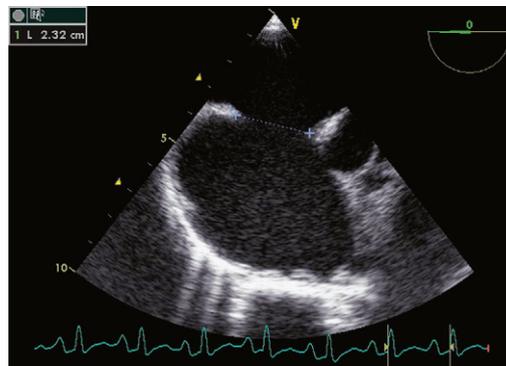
Large communication interauriculaire. Échocardiogramme transœsophagien (ETO). Les CIA de l'adulte, mêmes larges comme celle-ci qui mesure 23 mm de diamètre, sont souvent mal visibles en ETT et nécessitent souvent pour leur visualisation le recours à l'ETO. De surcroît, l'ETO est indispensable pour préciser la topographie et le diamètre exacts de la CIA, afin de déterminer si une fermeture par ombrelle percutanée est possible, ou s'il faudra recourir à la chirurgie.
